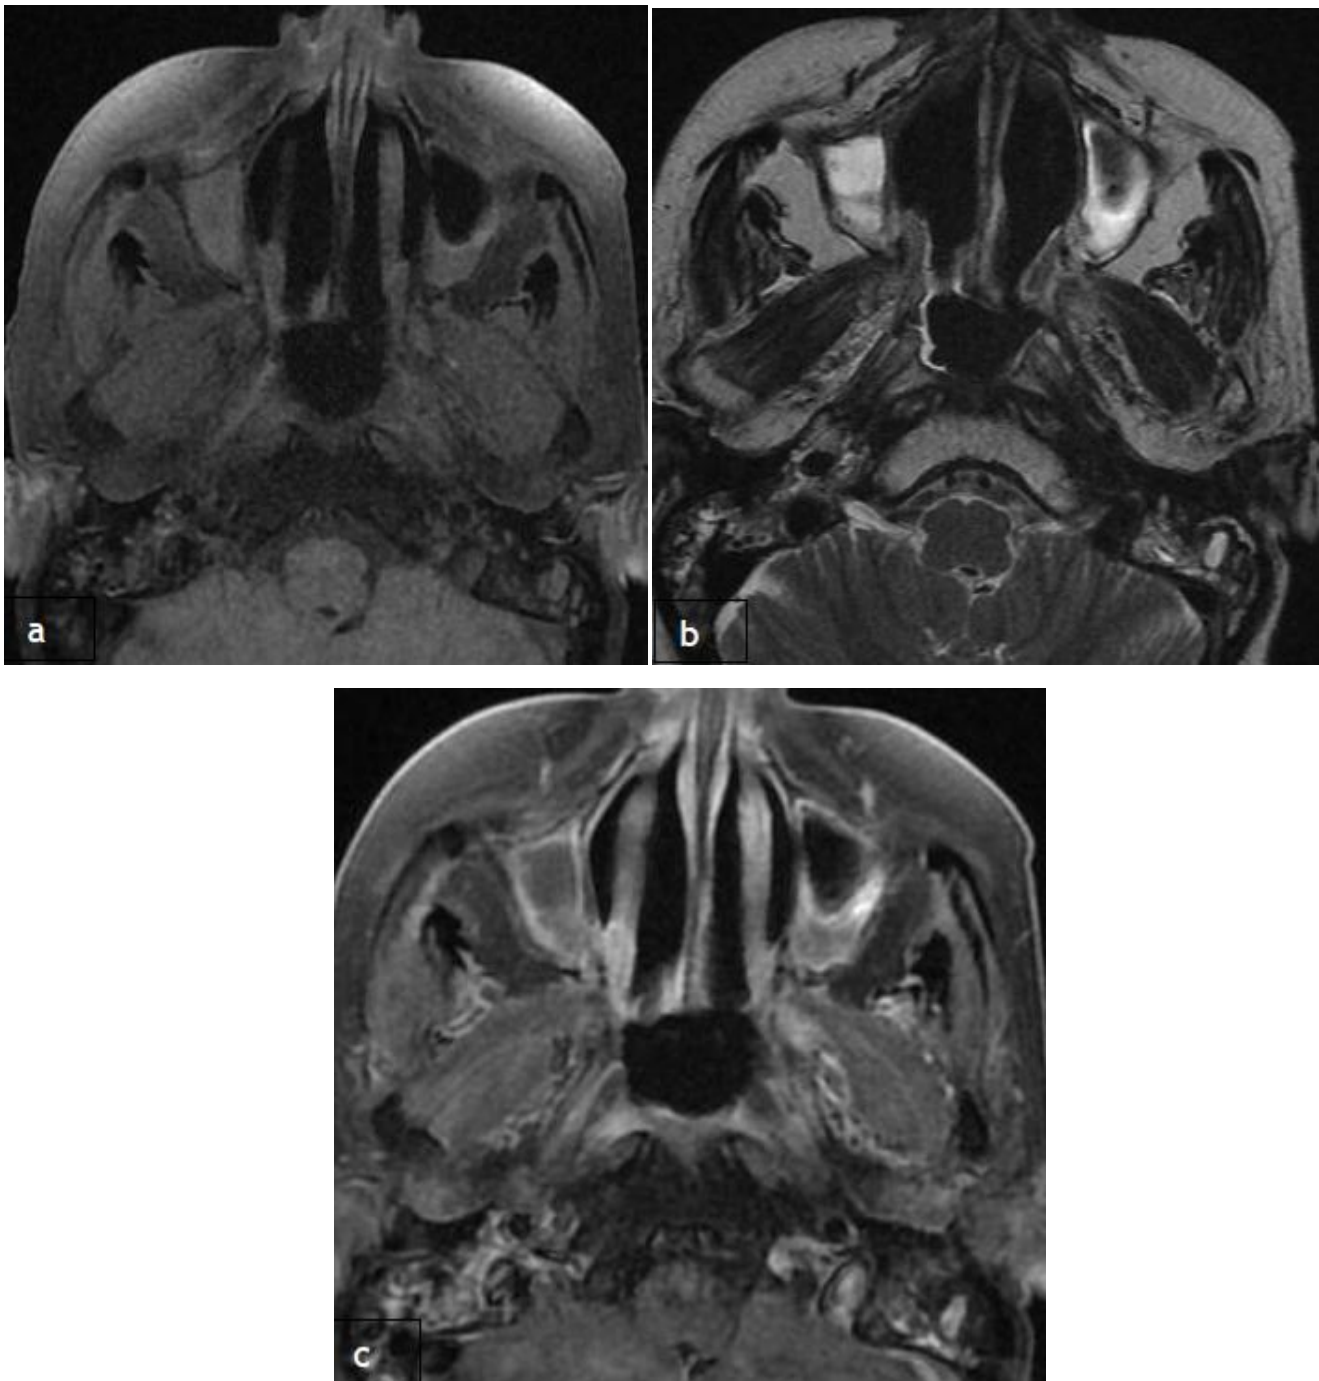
IRM du cavum en coupes axiales T1 (a), T2(b) et T1injecté (c) chez un patient traité pour UCNT du cavum objectivant un discret épaissement des parois du cavum notamment de sa paroi postéro latérale gauche en iso signal T1, en discret hypersignal T2 sans prise de contraste pathologie en rapport avec des remaniements inflammatoires post radiques.
